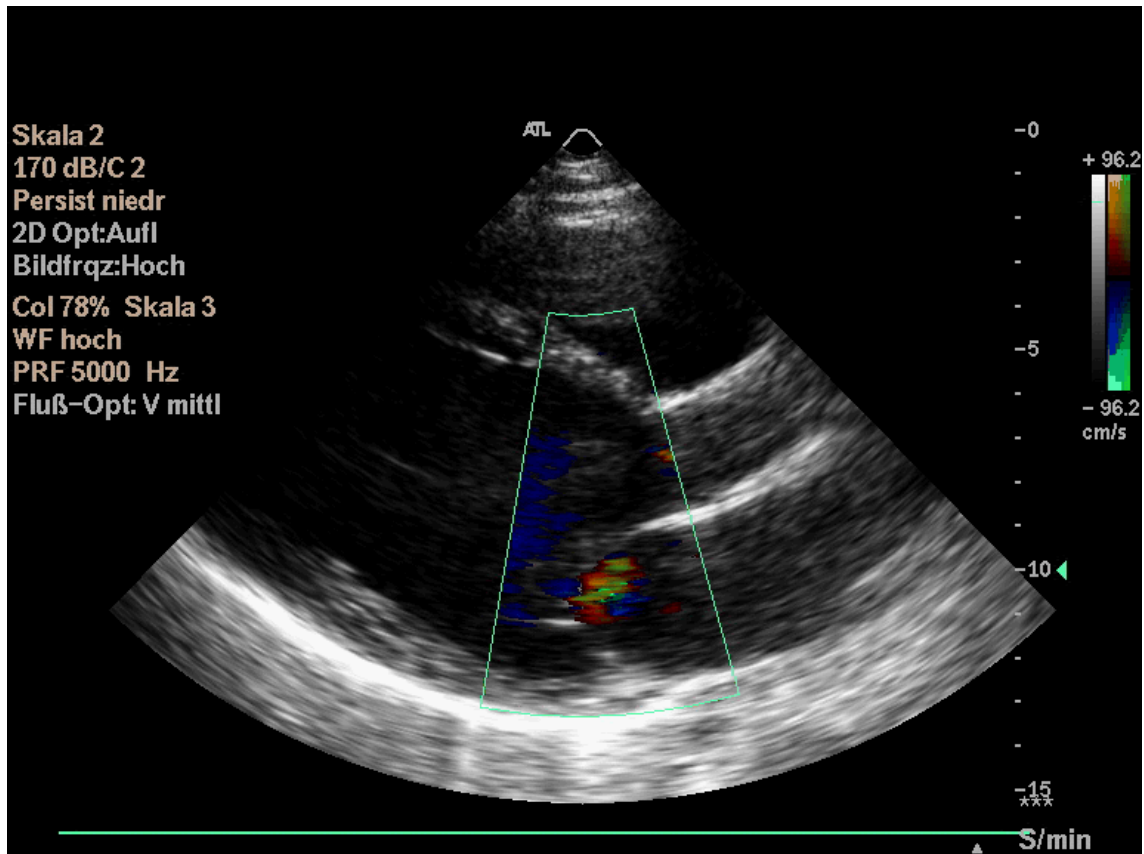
Echokardiographie PSLA eines Patienten mit DCMP
